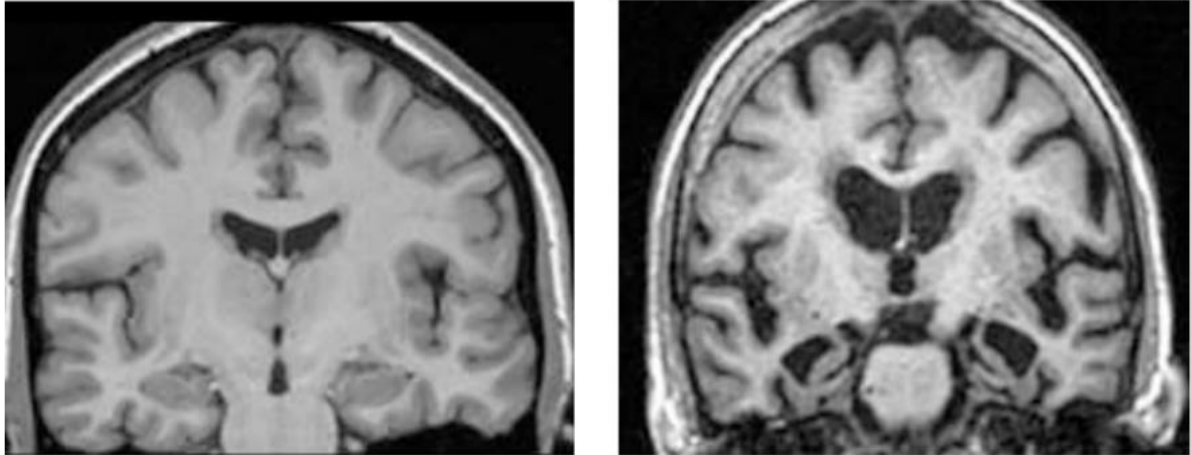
Comparación de imagen de resonancia magnética de un voluntario sano (izquierda, control) y un paciente con EA (derecha). El cerebro del paciente con EA muestra atrofia significativa y dilatación de los ventrículos laterales y un hipocampo más pequeño. Tomada de (Fish et al., 2019).
